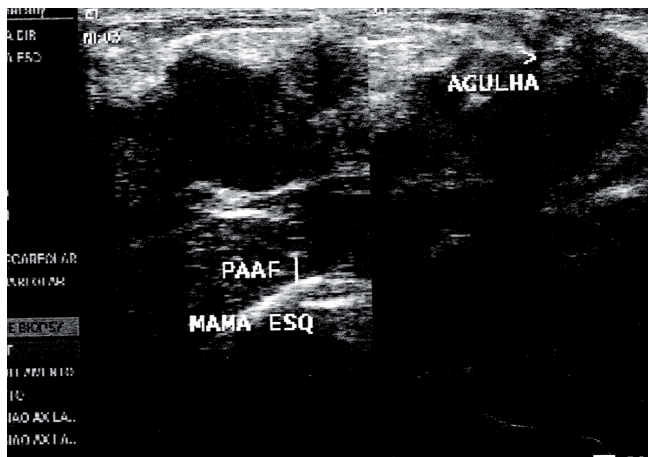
Ultrassonografia da mama esquerda pré-QT neoadjuvante. Tumor medindo 4,3 cm no maior diâmetro.
